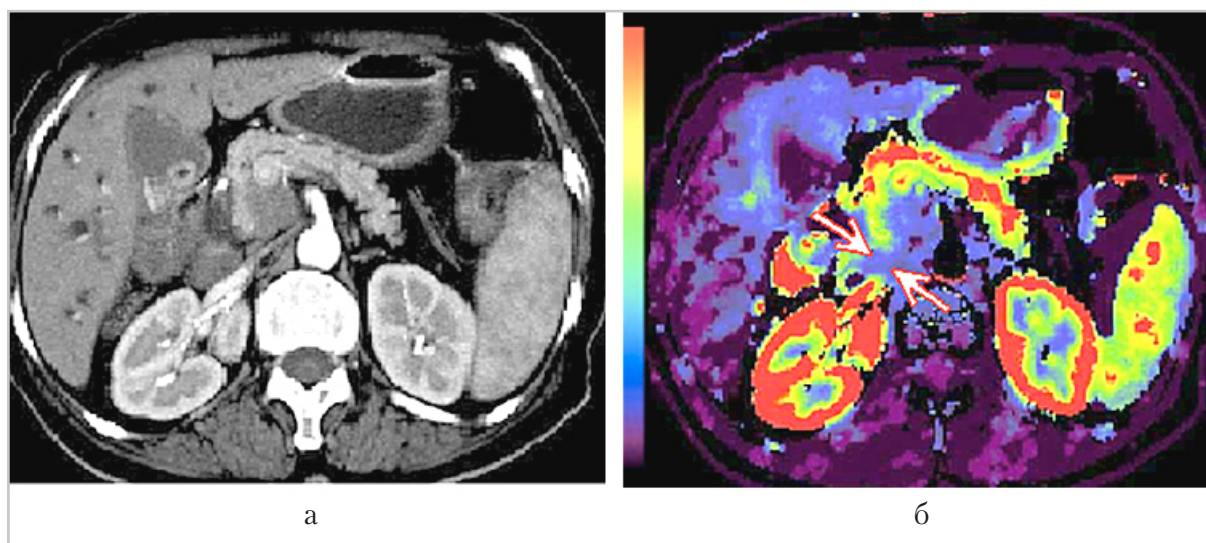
Компьютерная (а) и перфузионная (б) компьютерные томограммы поджелудочной железы (аксиальная проекция): отечный острый панкреатит; признаки снижения перфузии в области головки железы (стрелки)
